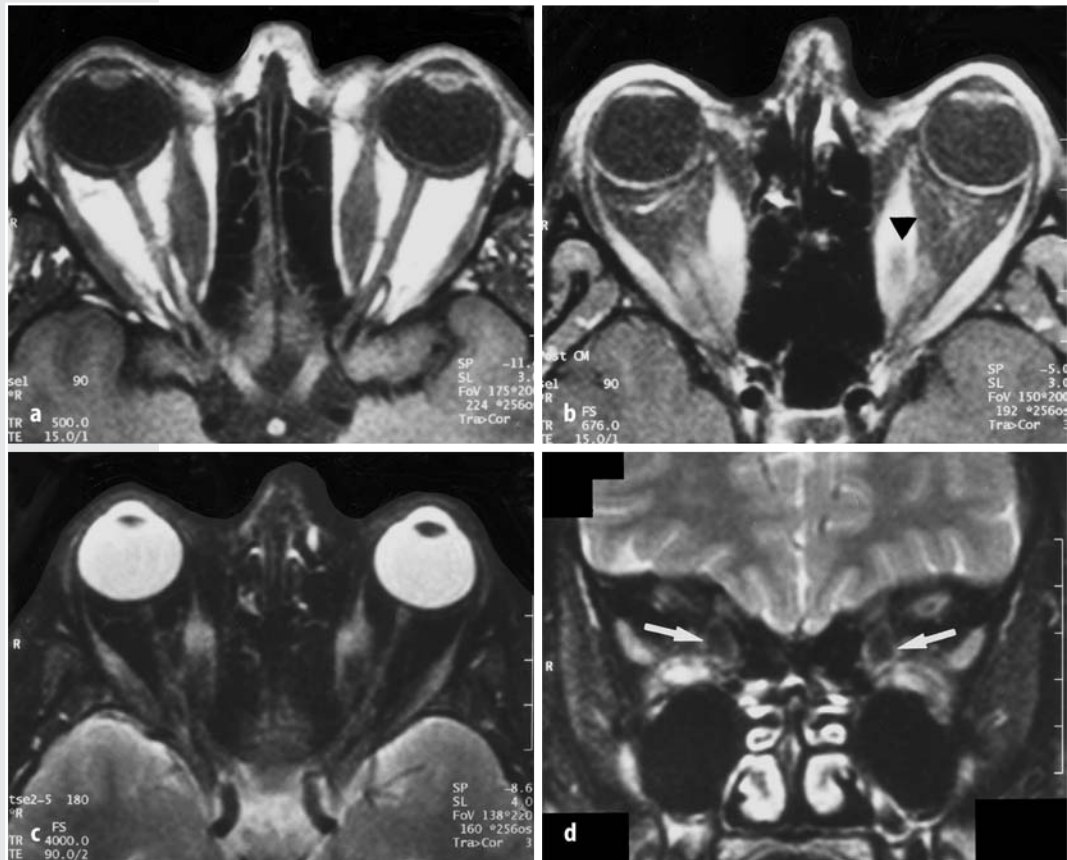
d ▲ 26-jährige Frau mit bilateralem axialem, seit mehreren Jahren persistierendem Exophthalmus im Verlauf einer Basedowschen Erkrankung. a MRT: Die axiale T1-gewichtete Aufnahme zeigt eine bilaterale Protrusion durch eine bilaterale, symmetrische Vergrößerung der Mm. recti mediales ohne Sehnenbeteiligung. b Entsprechendes T1-gewichtetes kontrastverstärktes Bild (FS) mit Hypointensität im linken Rektusmuskel (schwarzer Pfeil), verdächtig auf eine fettige Degeneration. c Die entsprechende T2-gewichtete Aufnahme (FS) bestätigt diese anhand des Signalverlusts in den mittleren Anteilen beider medialer Rektusmuskeln (weiße Pfeile). d Die koronare T2-gewichtete Aufnahme zeigt den Signalverlust in den Bereichen der fettigen Degeneration, sowohl in beiden medialen als auch im linken superioren geraden äußeren Augenmuskeln (Die Hyperintensität beider inferioren Rektusmuskeln ist auf Suszeptibilitätsartefakte am Orbitaboden zurückzuführen)
